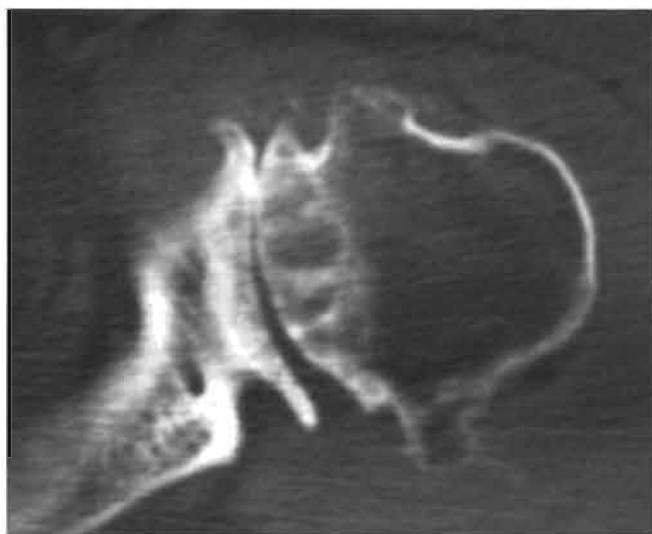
Imagen sagital de tomografía computarizada de un paciente con artrosis glenohumeral evolucionada. Obsérvese la erosión ósea de la superficie glenoidea que hace que la superficie articular esté orientada hacia posterior.
